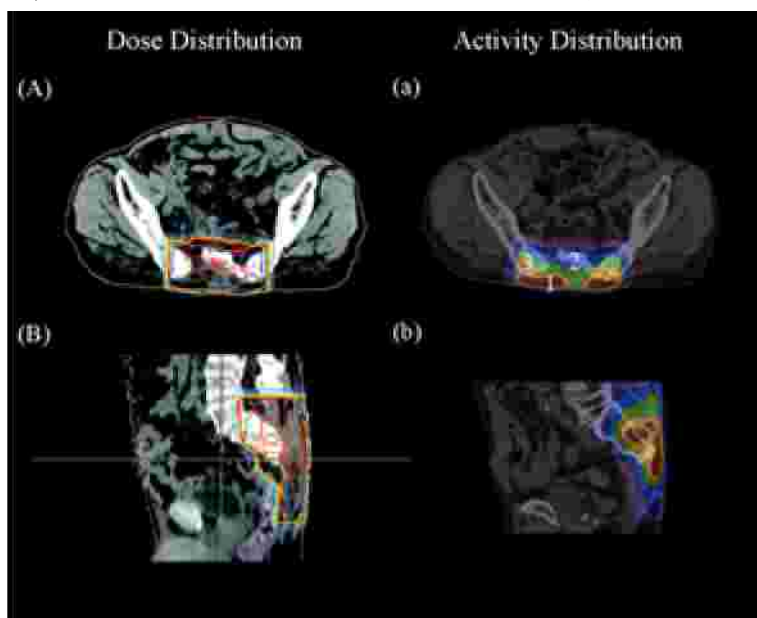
仙骨の腫瘍へ 2.5GyE の陽子線を照射した際の線量分布計算結果（左）及び PET/CT 装置による照射領域可視化の結果（右）。
